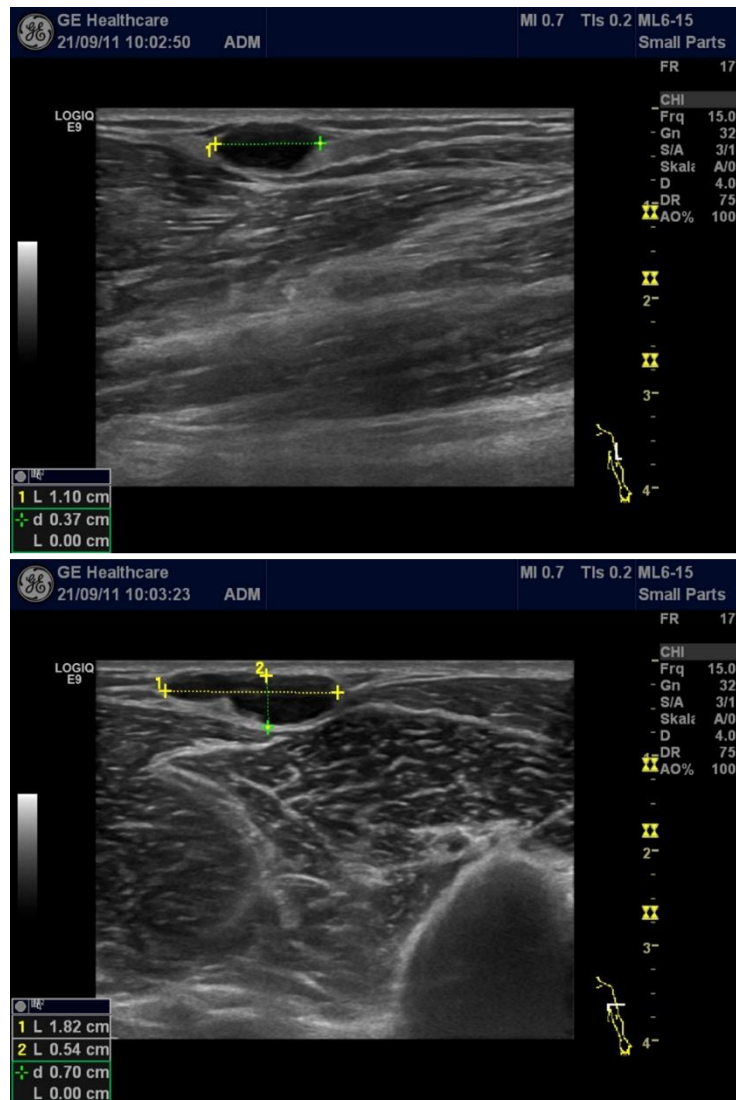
Subkutane Metastase (18 x 5 x 11 mm) am rechten Oberarm eines 67-jährigen Patienten mit einem malignen Melanom am Oberarm rechts (TD nach Breslow von 1,8 mm). Horizontale Achse (a) und vertikale Achse (b), zeigen eine ovale, scharf begrenzte, echoarme Struktur in der hochauflösenden B-Modus-Sonografie.
